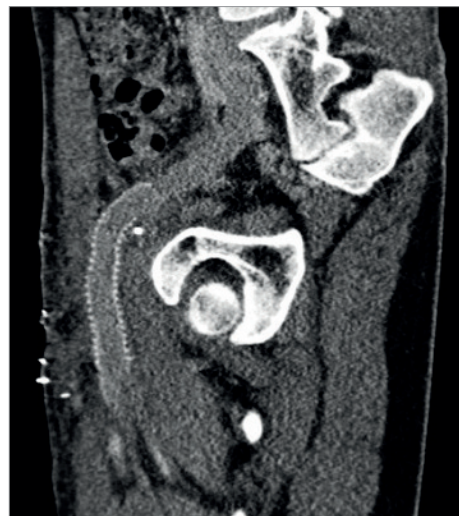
Angiotomografia computadorizada reconstruída por center lumen lining a demonstrar a perda de linearidade do segmento na transição femoro-íliaca esquerda (delimitada na área circular)
